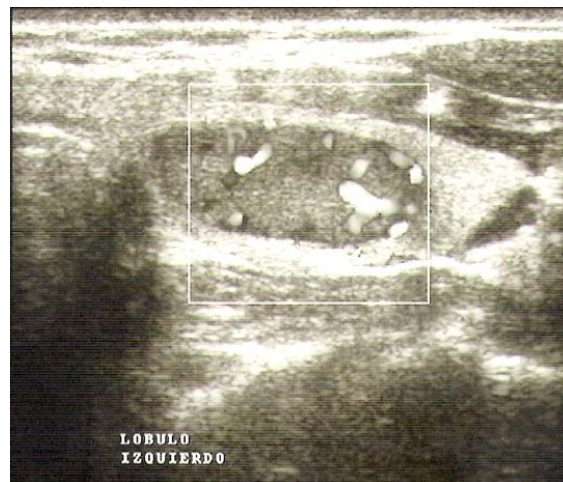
Ecografía doppler de tiroides confirma la presencia de un nódulo sólido.
